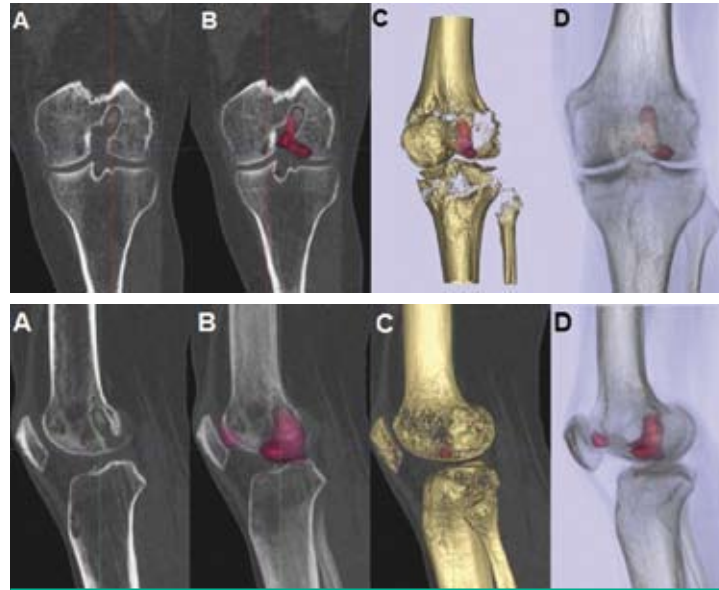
CT und SPECT/CT-Bilder der oben genannten Patientin:
